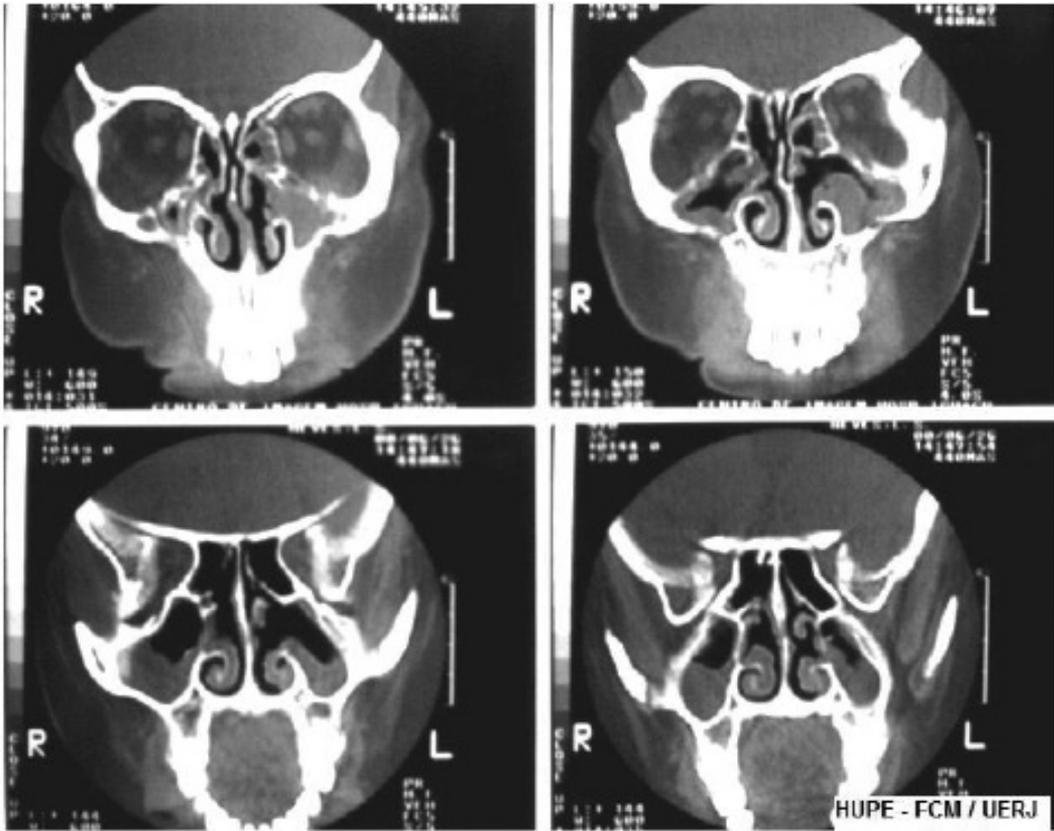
TC DE SEIOS DA FACE – RECIDIVA DA DOENÇA (SETOR DE ALERGIA E IMUNOLOGIA – HUPE/UERJ).
